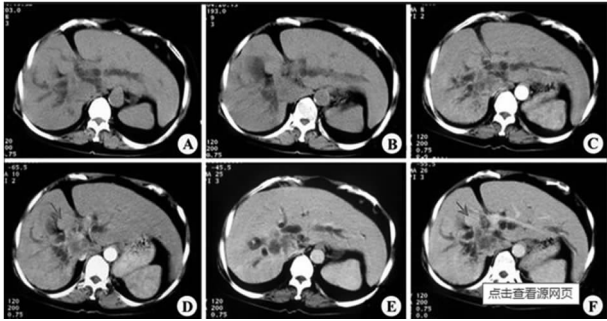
PCC 患者多排螺旋 CT 影像学图像表现
